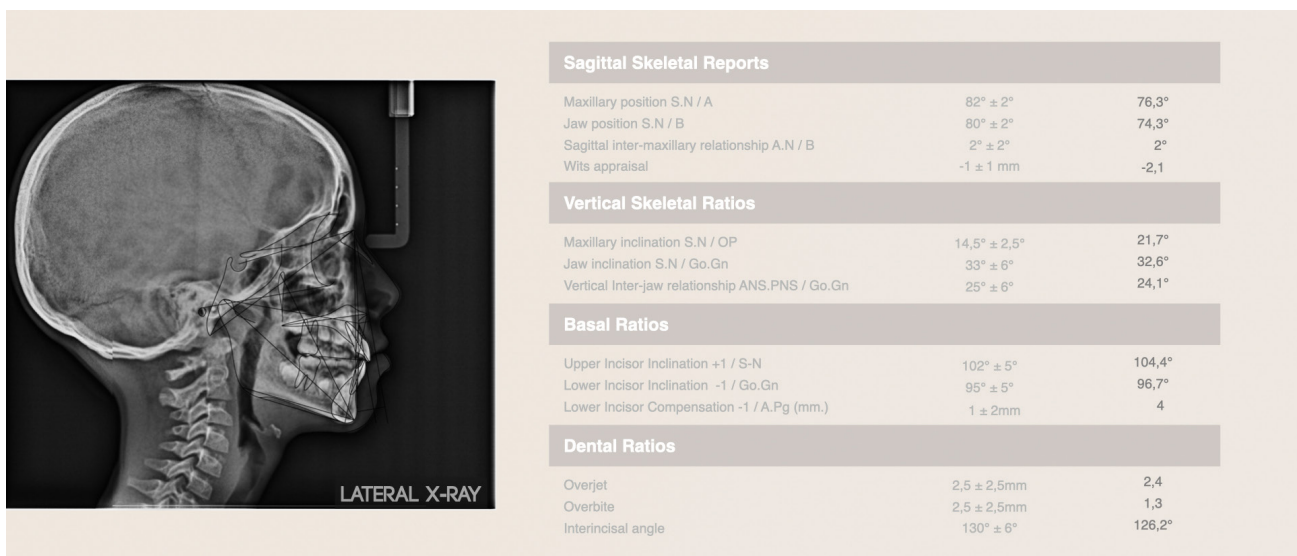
Teleradiografia lateral inicial e valores cefalométricos.
